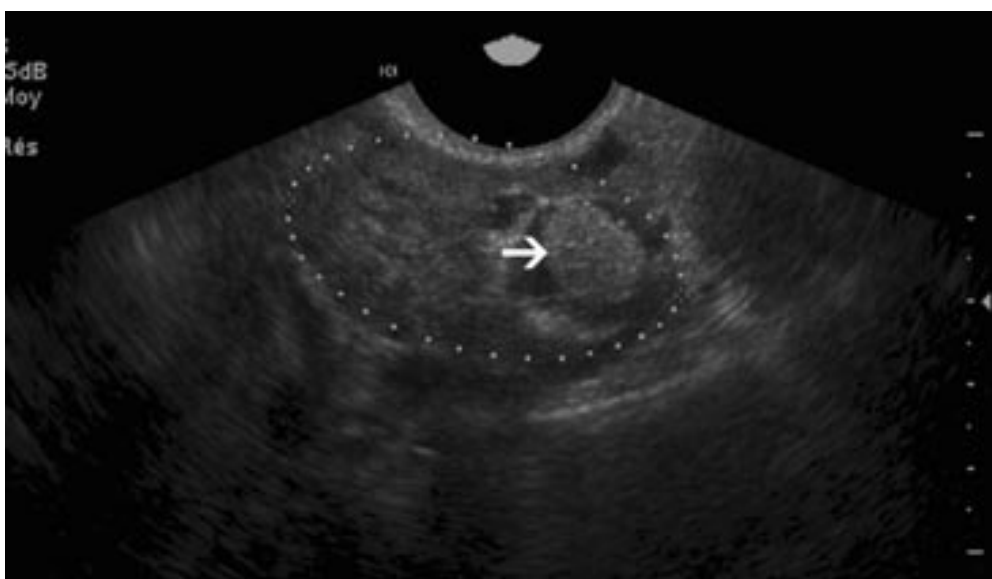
Coupe échographique montrant une inclusion dermoïde ovarienne droite sous forme d'un nodule hyperéchogène intra-ovarien droit constitué de graisse (→).
